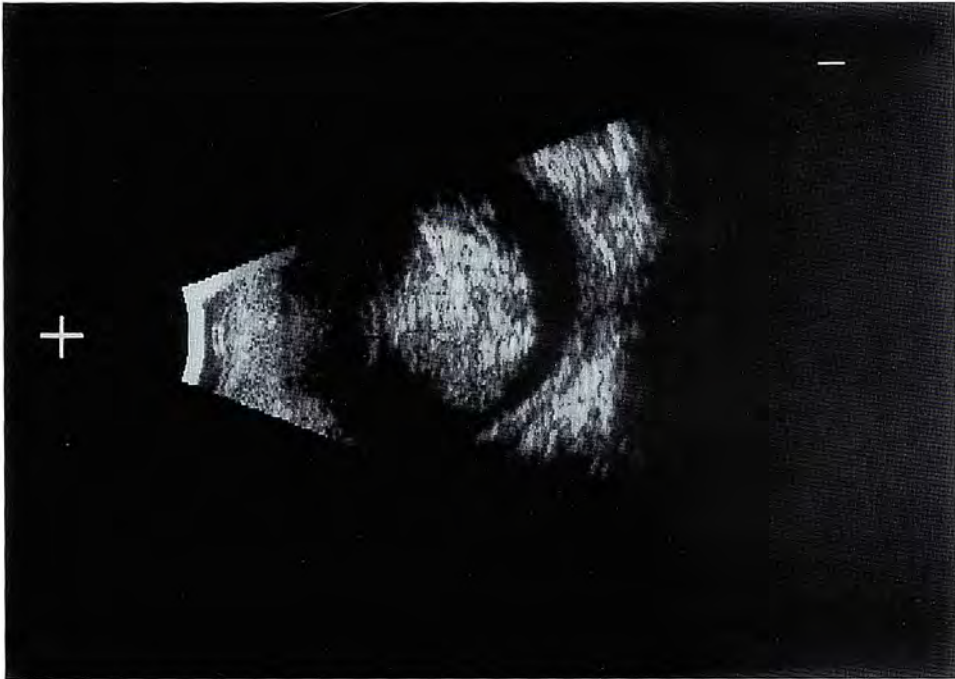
Ecotomografía modo-B en un retinoblastoma que demuestra la alta reflectividad de la masa tumoral por la existencia de interfases y focos de calcificación.
